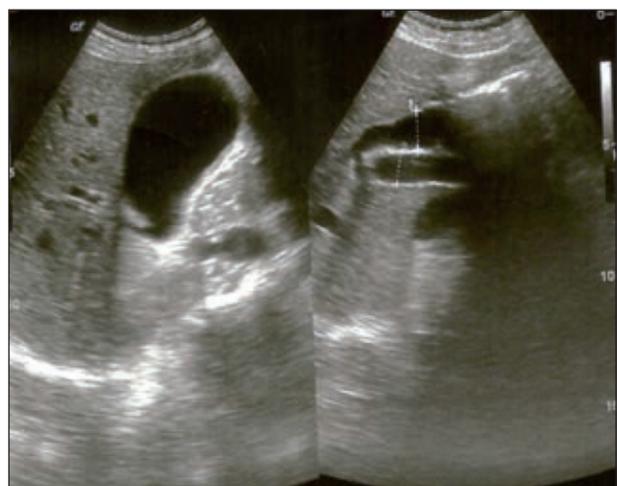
La ecografía abdominal mostró hígado normal, sin líquido libre en cavidad peritoneal. El colédoco se encontró dilatado con 17 mm de diámetro.
